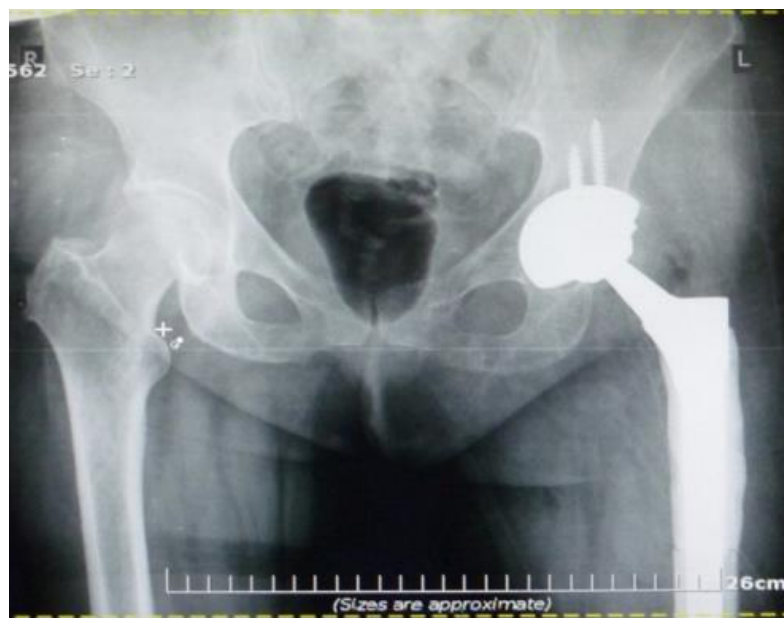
Рентгенограмма пациента группы 3: выполнено тотальное эндопротезирование с применением ревизионного бедренного компонента, фиксация мягких тканей к протезу при помощи нитей, внедренных в костный цемент
